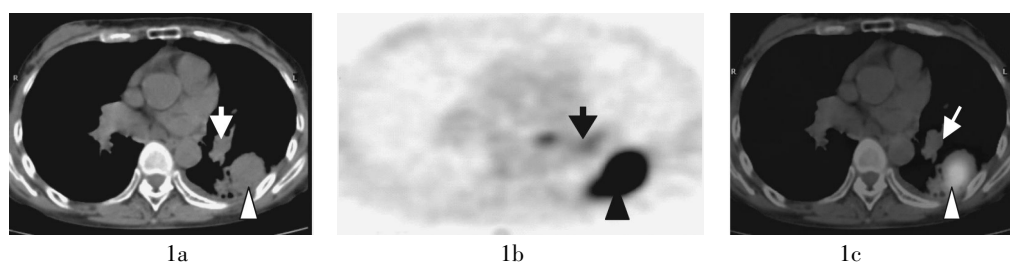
转移性肺门区淋巴结的 PET-CT 图像 患者男性, 72 岁, 左肺下叶腺癌 (△)。图 1a: 左肺门淋巴结的 CT 图像; 图 1b: 左肺门淋巴结的 <sup>18</sup>F-FDG 代谢明显增高的 PET 图像; 图 1c: 左肺门淋巴结的 PET-CT 融合图像, 箭头示肺门淋巴结。
